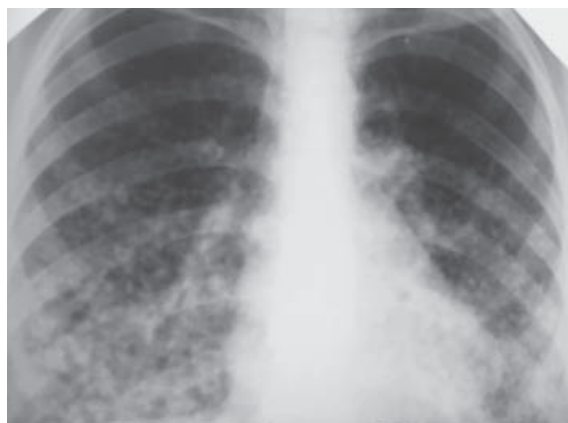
Оглядова рентгенограма хворої К. в динаміці, лютий 2018 року.
